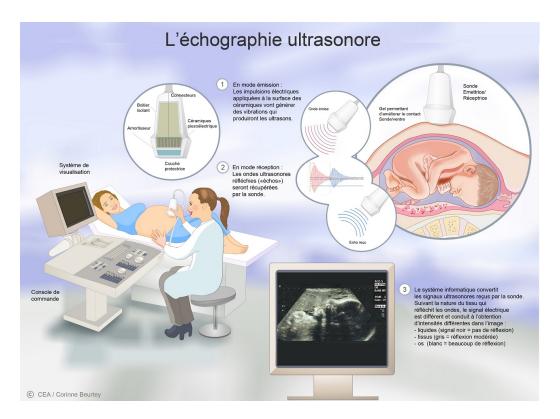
L'échographie ultrasonore
